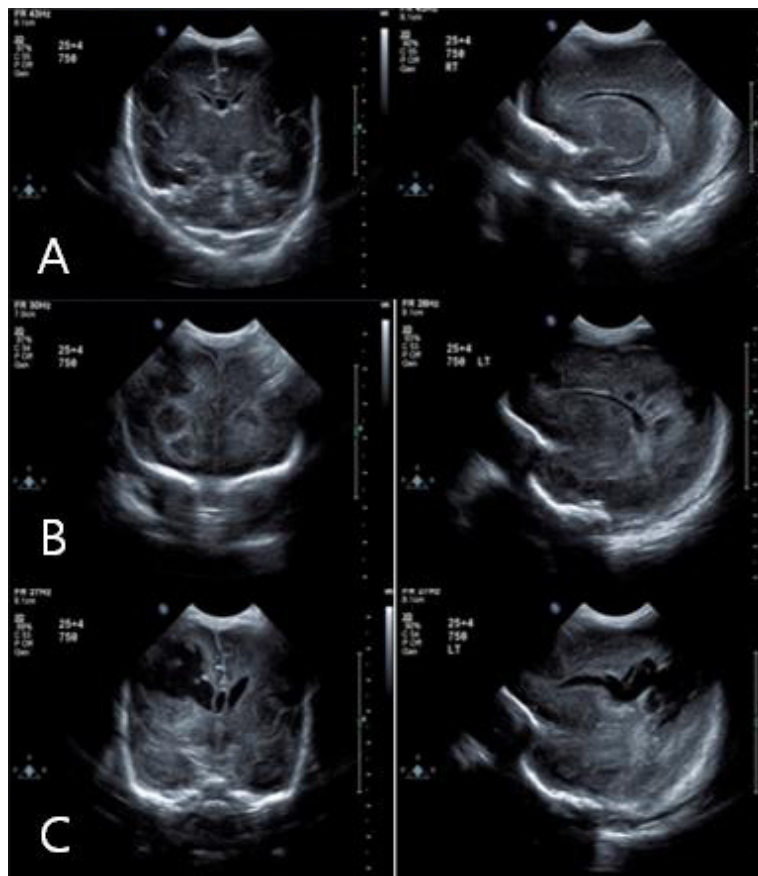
Ultrasonography findings. (A) Grade I germinal matrix hemorrhage, as observed on the 29th day of life, (B) impending cystic cavity formations on both right and left sides, with rim-like hyperechogenicity suggesting massive meningoencephalitis with abscess formation, as observed on the 40th day of life (3 days after symptom onset), (C) extensive cystic encephalomalacia with porencephalic cysts on both right and left sides, as observed on the 47th day of life (10 days after symptom onset).
